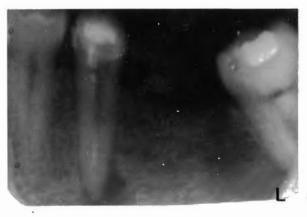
Lesión periapical en un 35 con tratamiento de conductos defectuoso (caso 2).
